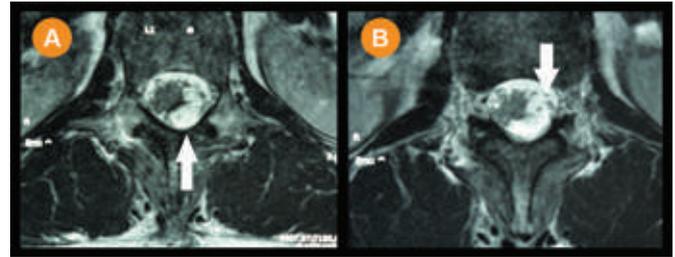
RM (cortes axiais), ponderadas em T2, observando-se em (A) lesão lipomatosa (indicada pela seta) desviando a medula anteriormente e à direita e em (B) sua relação com as raízes nervosas.
